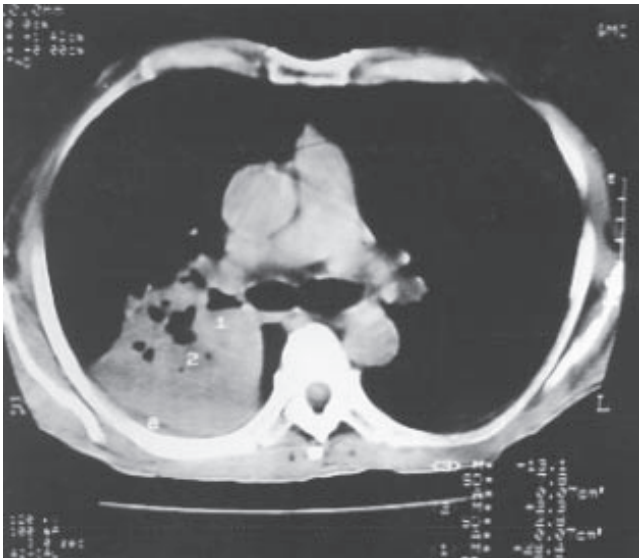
En la tomografía computada hay una opacidad derecha con varias cavitaciones que invade el hilio pulmonar.
